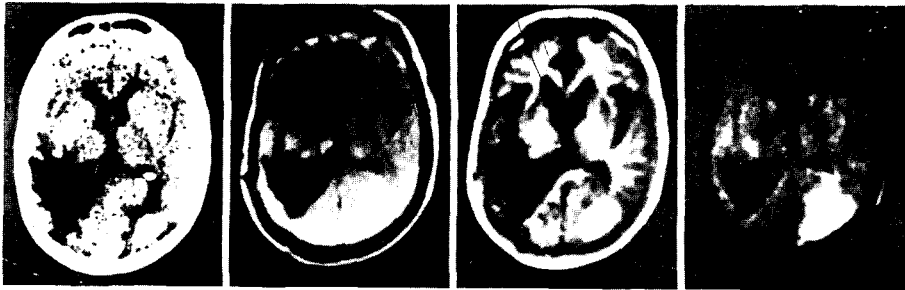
急性硬塞 (acute infarction)의 CT 영상 (A), IR<sub>1400/400</sub> 영상 (B), SE<sub>1080/40</sub> 영상 (C), NMR의 走査法이 같더라도 連續 pulse의 변경으로 영상도 변화한다
